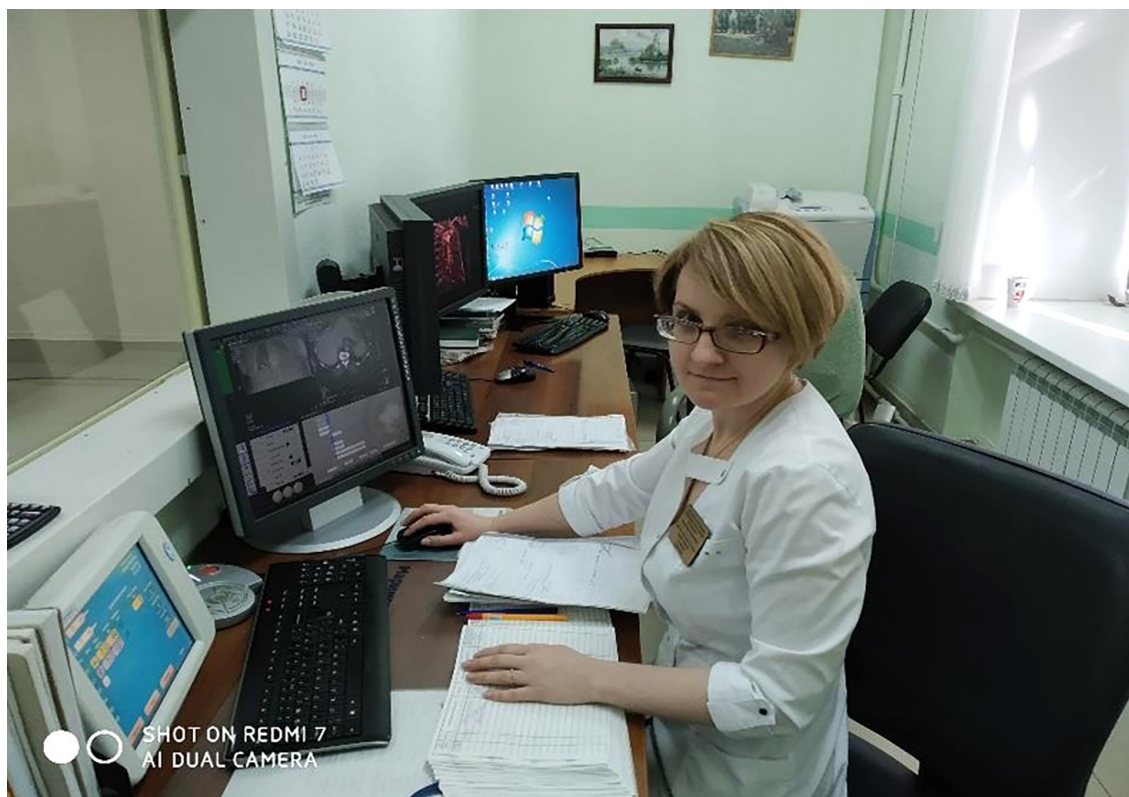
Рабочее место рентгенолаборанта
